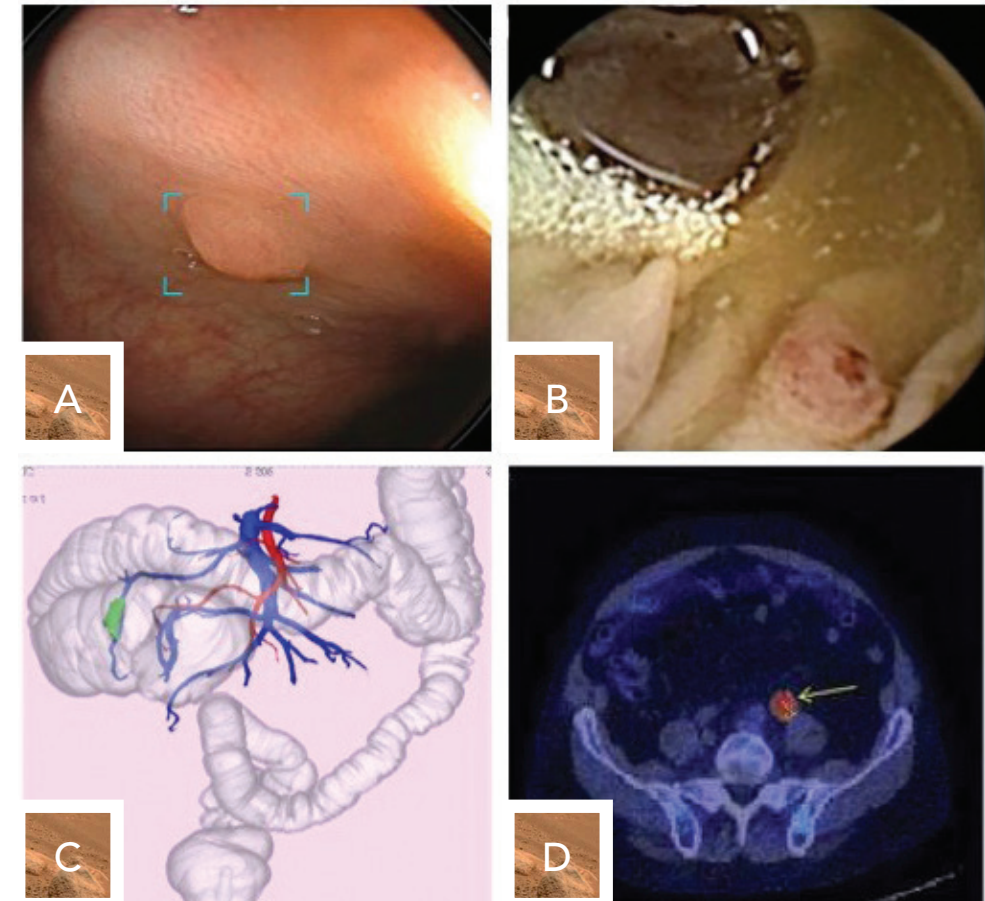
Différentes modalités d'exploration de la lumière colorectale. A) Détection automatique avec un système d'intelligence artificielle (Système CADEYE, Fujifilm®) d'un polype colique (lumière blanche, le polype est entouré par un marquage bleu); B) petit polype colique vu à la vidécapsule (Pill-Cam VCC2, Medtronic®) dans le cadran inféro-droit; C) coloscopie virtuelle avec injection de produit de contraste iodé et reconstructions spatiales en trois dimensions (angiocoloscaner 3D [ACS 3D]) d'un adénocarcinome du colon droit (en vert); D) tomoscintigraphie par émission de positons (TEP) couplé au scanner (TEP-scan) montrant une zone de captation accrue (flèche) révélant un adénocarcinome invasif du rectum.
